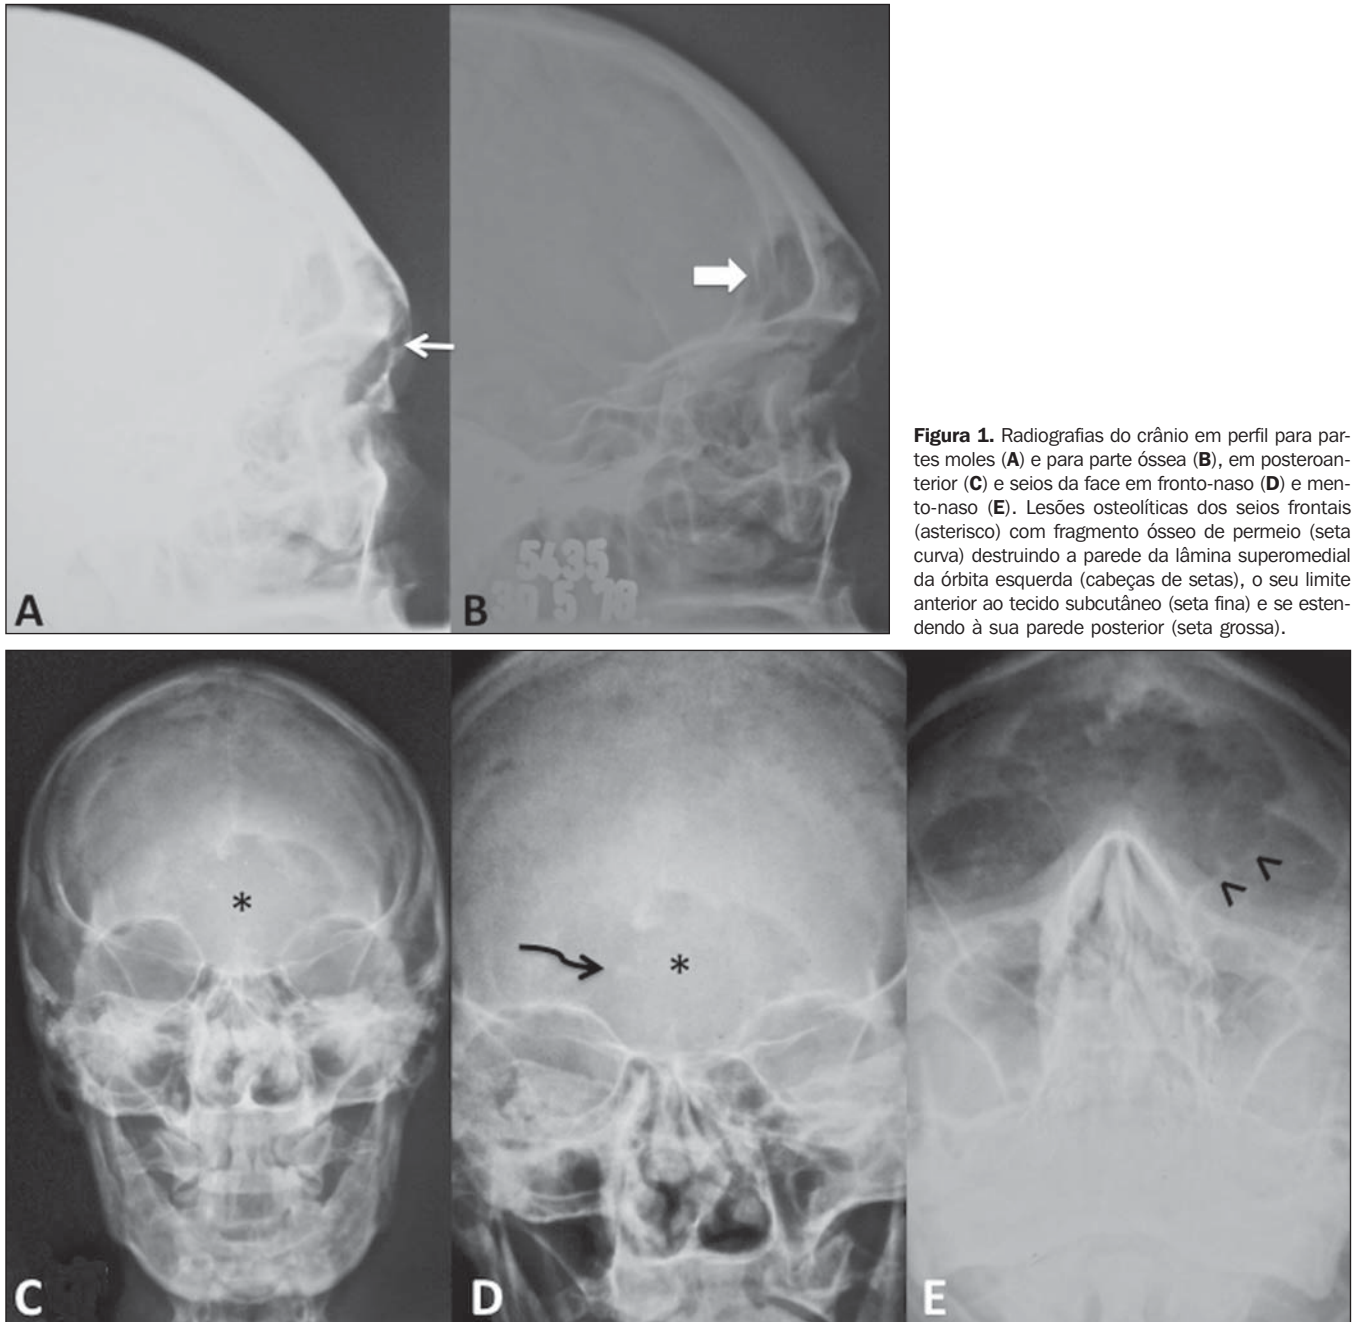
Radiografias do crânio em perfil para partes moles (A) e para parte óssea (B), em posteroanterior (C) e seios da face em fronto-naso (D) e mento-naso (E). Lesões osteolíticas dos seios frontais (asterisco) com fragmento ósseo de permeio (seta curva) destruindo a parede da lâmina superomedial da órbita esquerda (cabeças de setas), o seu limite anterior ao tecido subcutâneo (seta fina) e se estendendo à sua parede posterior (seta grossa).
